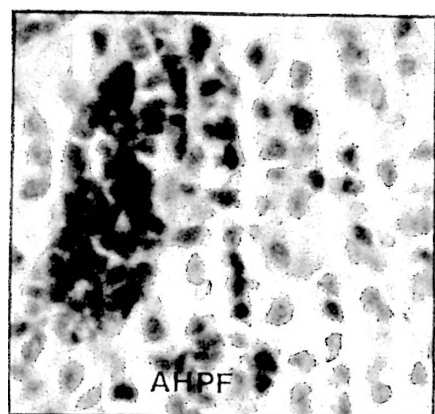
Controles histológicos de la adenohipófisis (AHPF), hipotálamo (HPT) y corteza anterior (CT).*
